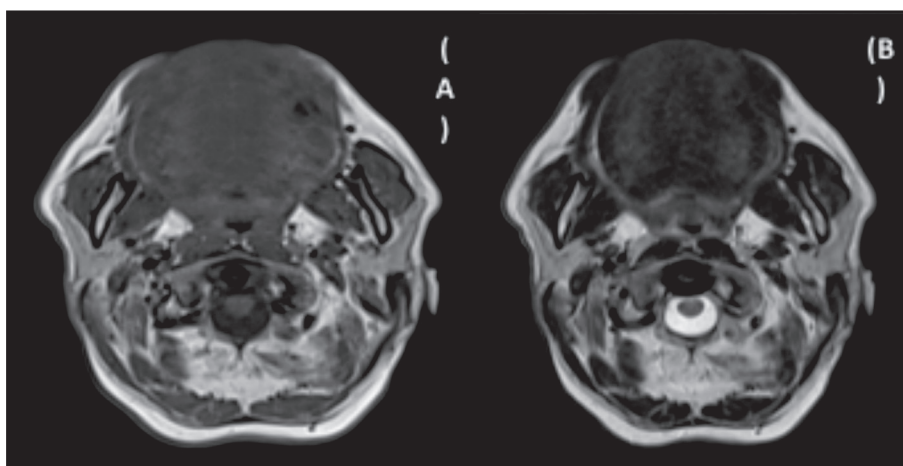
RM de lengua, (A) fase T1 y (B) fase T2, donde se aprecia disminución de intensidad de señal en la zona comprometida predominantemente en T2.
